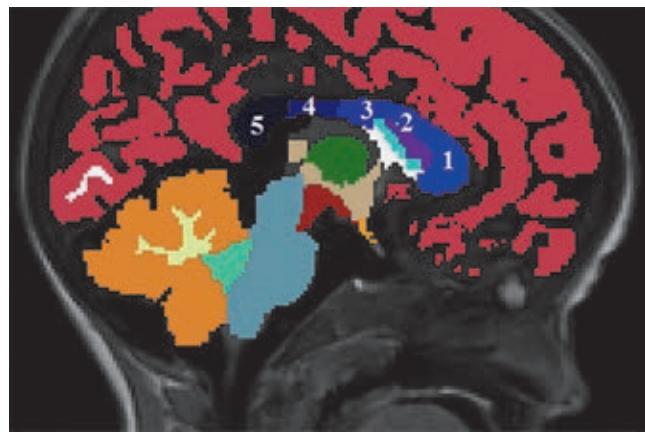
Пример сегментации мозолистого тела. Пациент из группы сравнения, 2 года 11 мес. Постпроцессинговый анализ ДТ-МРТ выполнен с использованием программного обеспечения FiberTrack, Philips
